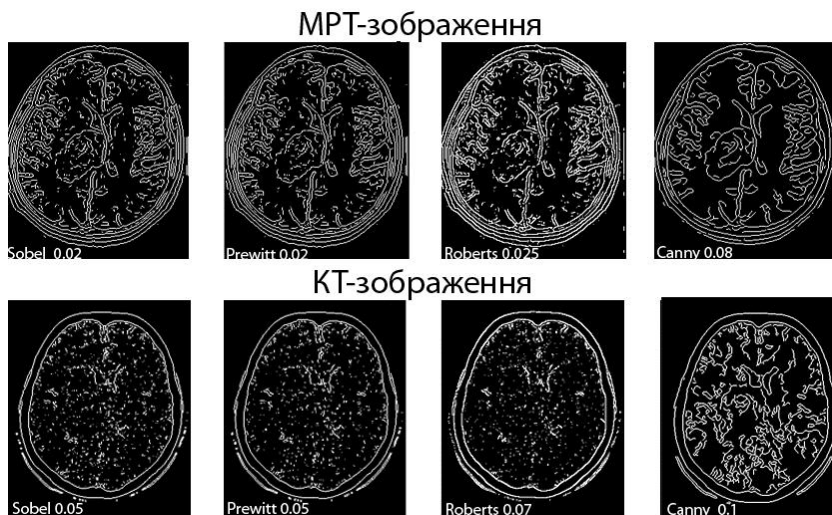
Результат визначення контурів структур мозку на томограмах
